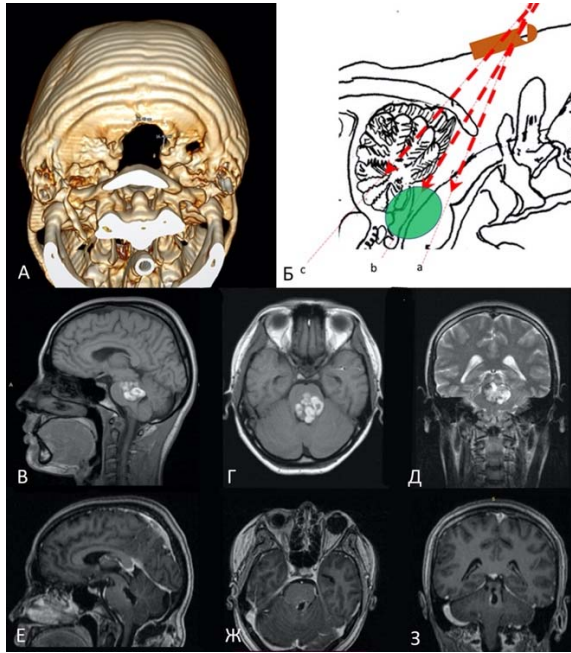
Пациентка О-ва, 26 лет, резекция затылочной кости 16,4 мм, кавернозная мальформация варолиевского моста, А – 3D реконструкция послеоперационной КТ головного мозга; В, Г, Д – предоперационные МРТ снимки; Е, Ж, З – послеоперационные МРТ снимки
